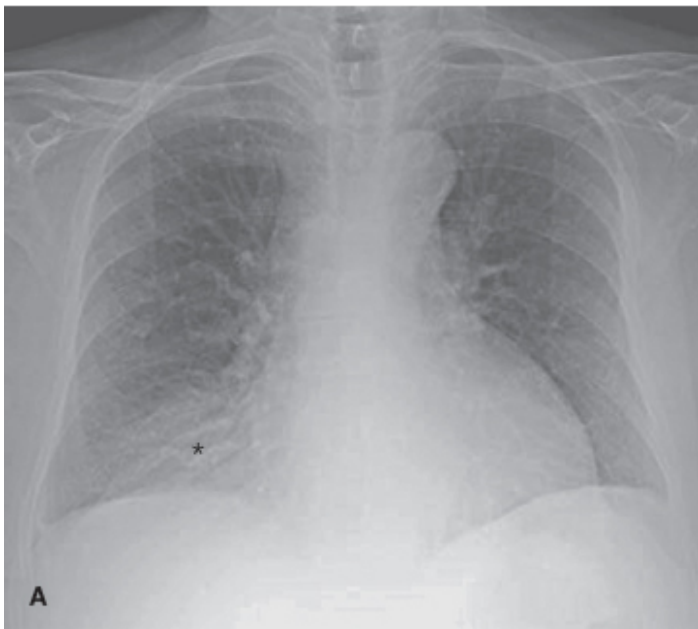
Hérnia diafragmática (Morgagni), observando-se na radiografia do tórax opacidade arredondada em situação paracardiaca (A) (*asterisco*) e na tomografia de tórax, após administração de contraste (B).
